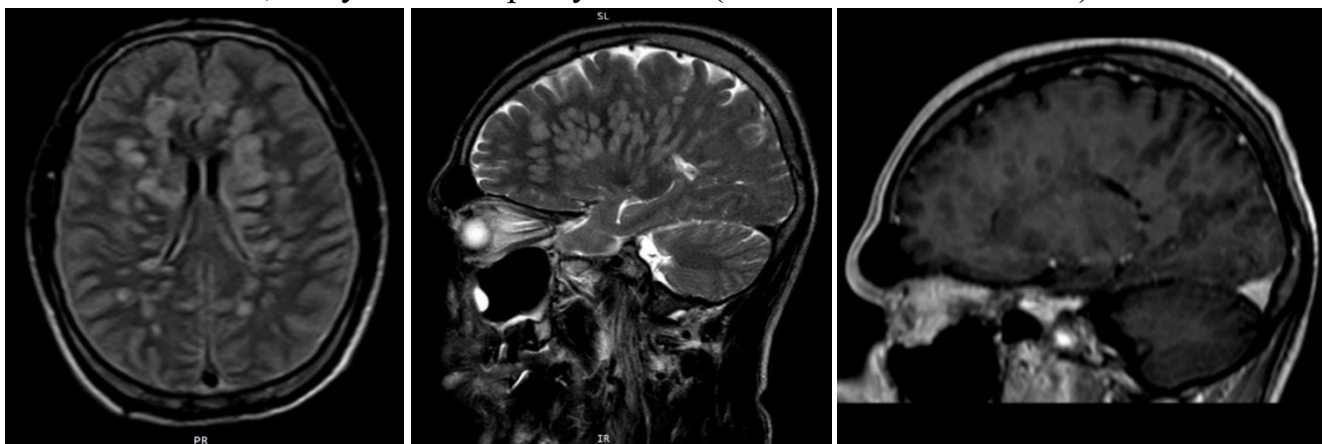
№11. МРТ головного мозга с контрастным усилением от 03.09.2019. Слева направо: T2FLAIR, T2, T1 с КУ.
